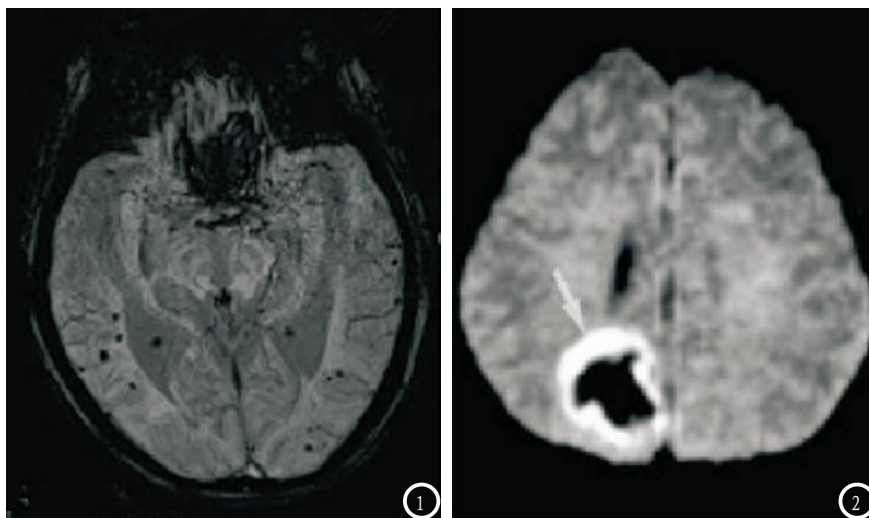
患者女, 78岁, 突发头疼约3小时后入院, 行MRI检查, SWI 序列示双侧额叶、左枕叶皮层、皮层下出现多发小灶性低信号; 图2 患者男, 61岁, DWI序列图像示中央为极低信号, 血肿周围呈高信号。
